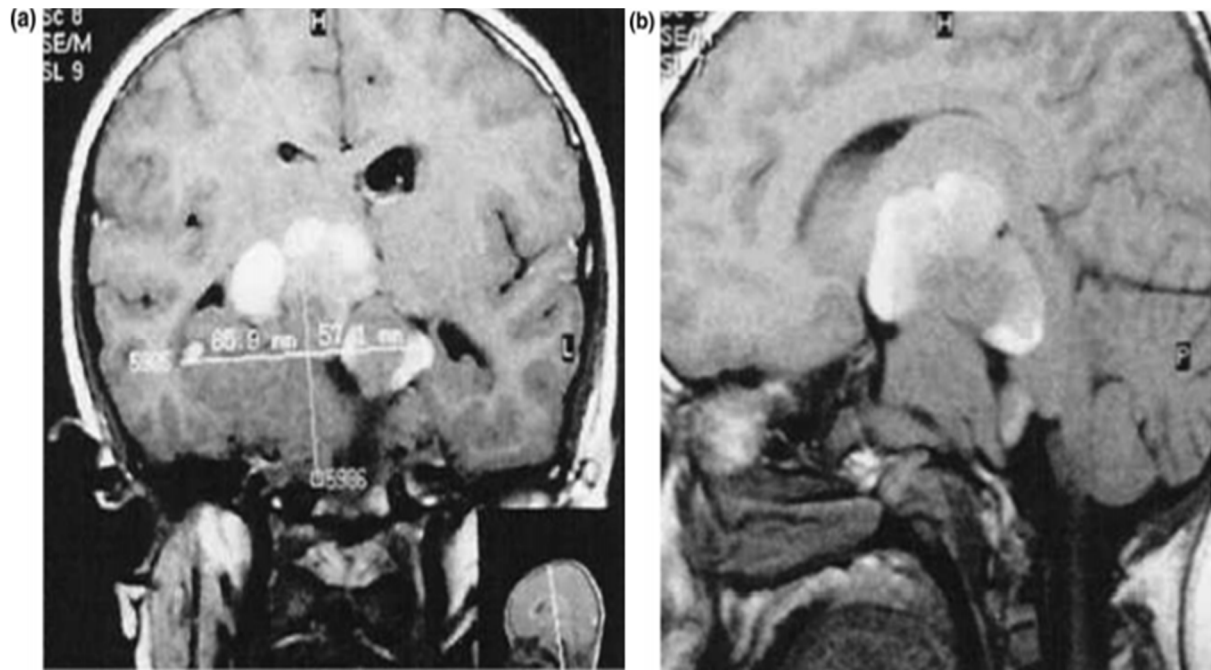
IRM en coupe : coronale (a) ; sagittale (b) pondérée en T1, montrant un adénome hypophysaire géant chez un garçon de 16 ans [205].
